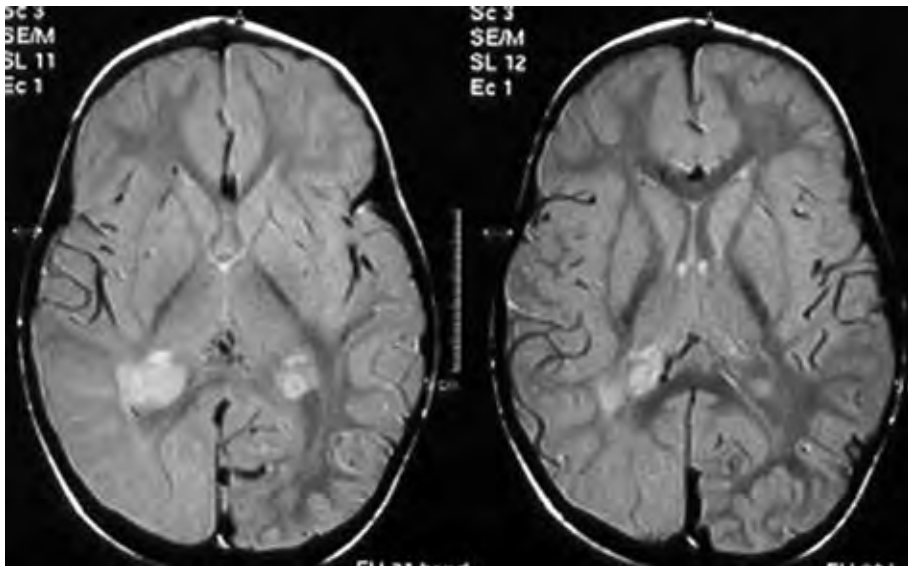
Imagen RMN de un paciente con enfermedad de Sturge-Weber
